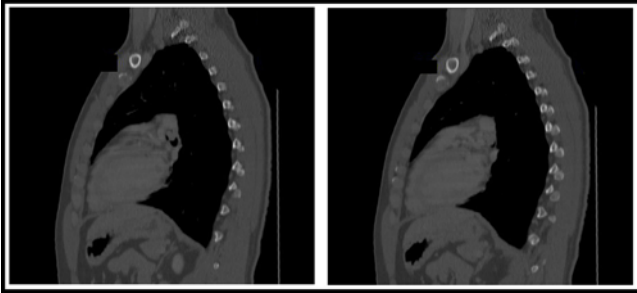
Immagini TC in sezione coronale (finestra per mediastino) con visualizzazione dell'obliterazione del lume del bronco principale di sinistra da parte della vegetazione endobronchiale
